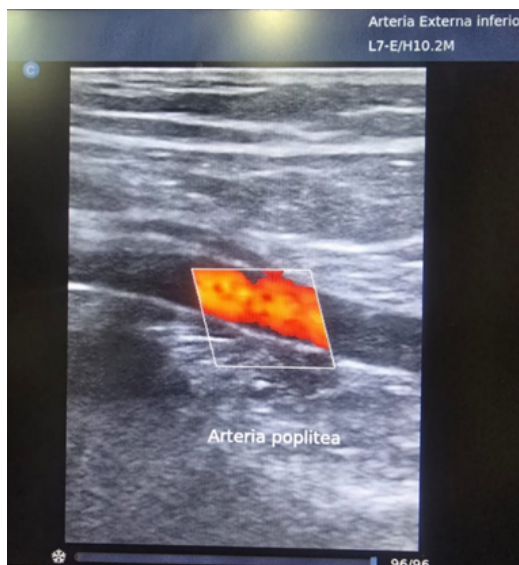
B. Control posquirúrgico de arteria poplítea. Ecografía Doppler color vista longitudinal.
